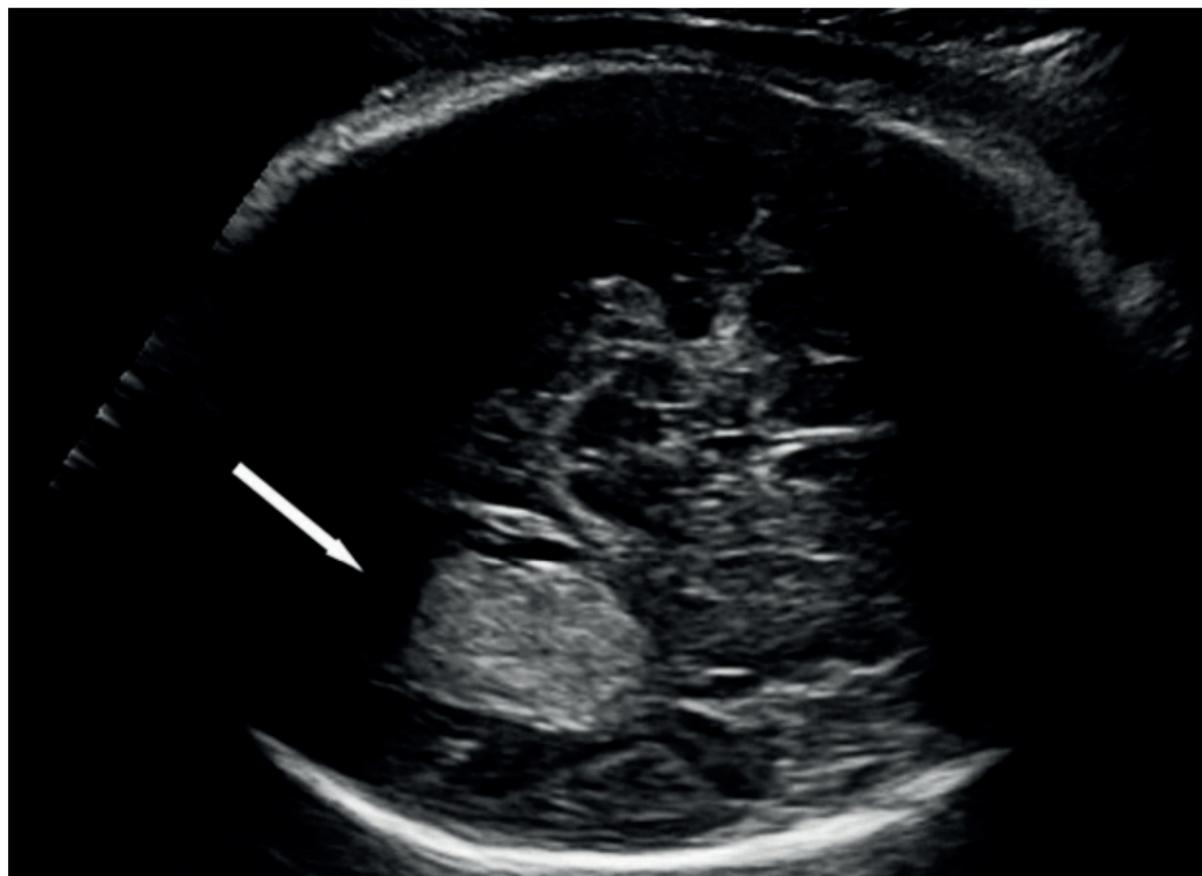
Aspect échographique du cerveau fœtal (la flèche blanche indique la tumeur cérébrale).
